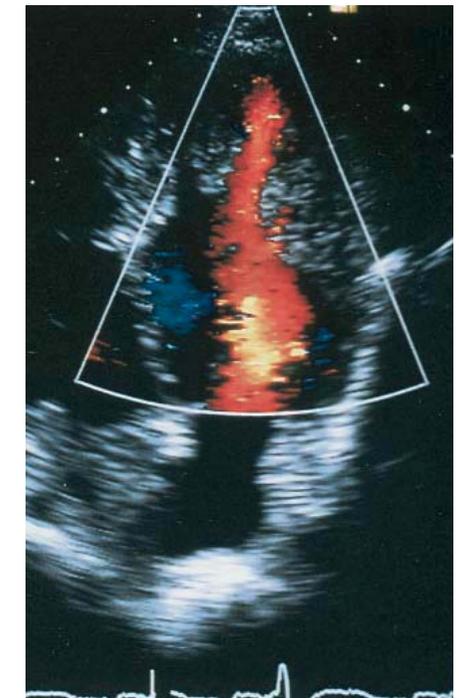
Farbdoppler-Echokardiographie bei IVNC
